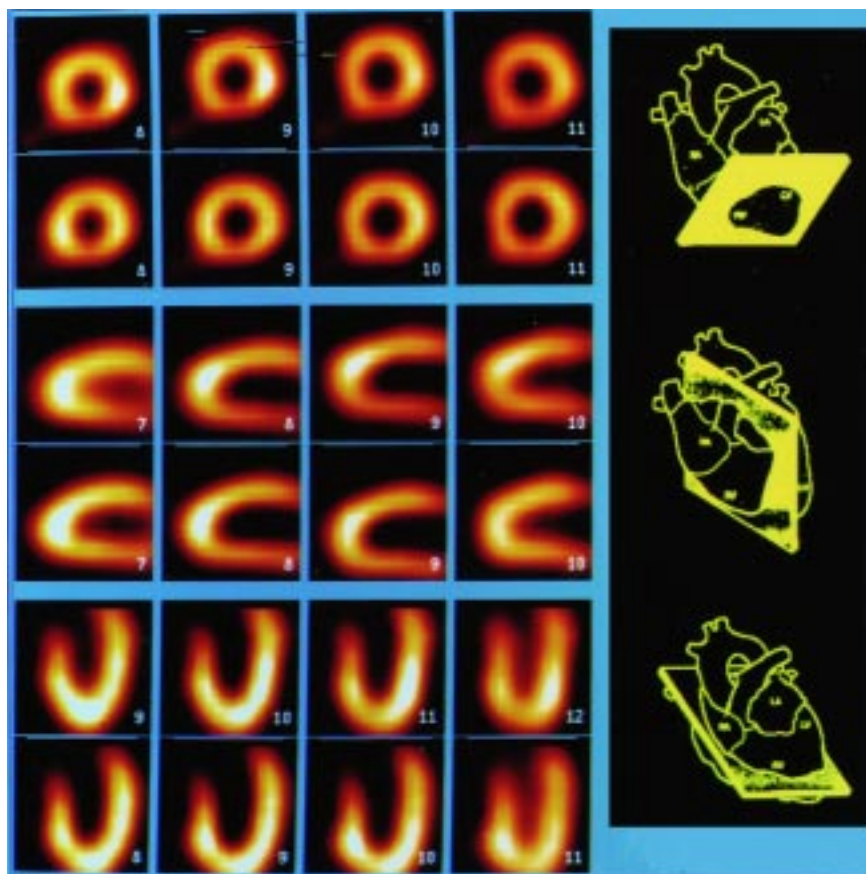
Vorteil der Myokardszintigraphie ist die exakt reproduzierbare Schnittführung in der kurzen Achse (oben), der vertikalen Längsachse (Mitte, entsprechend etwa dem echokardiographischen Zwei-Kammer-Blick) und der horizontalen Längsachse (unten, etwa dem echokardiographischen Vier-Kammer-Blick entsprechend).
